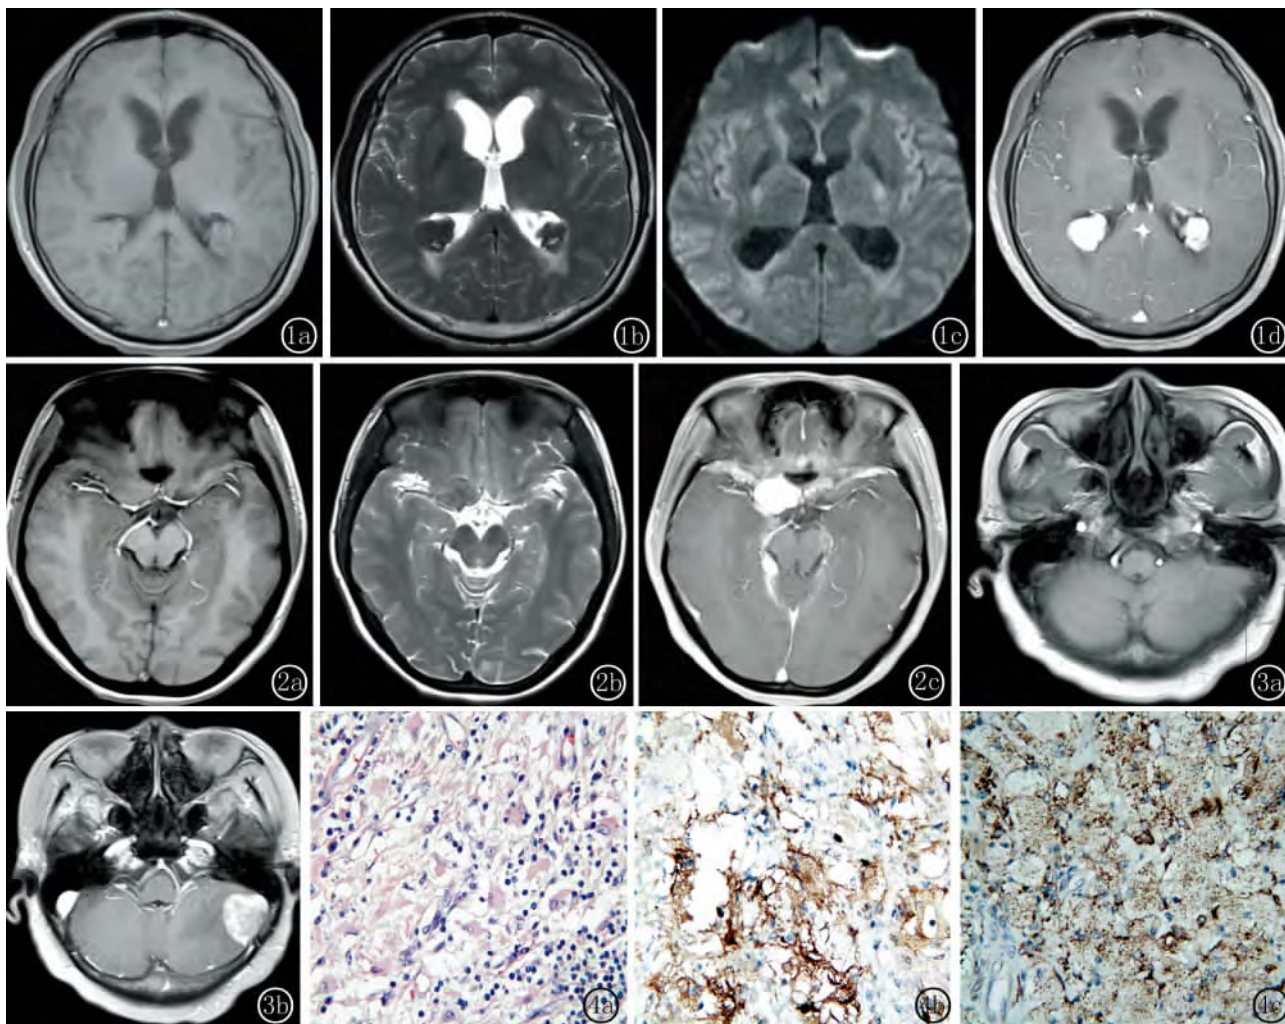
男,41 岁。头晕、呕吐三年,加重伴行走不稳 6 月入院。图 1a 横断面 T<sub>1</sub> WI 示双侧脑室三角区间见类圆形等信号实性病灶,病灶边缘尚清,其内信号尚均。图 1b 横断面 T<sub>2</sub> WI 示病灶呈等信号,其内可见斑点状高信号影。图 1c 横断面 DWI 示病灶呈稍低信号影。图 1d 增强后,横断面 T<sub>1</sub> WI 示双侧脑室三角区病灶明显均匀强化。图 2 女,31 岁。右眼视力渐进性下降半年入院。图 2a,2b 横断面示双侧颞极、右侧鞍旁、右侧小脑天幕球处见多条状及团块状等信号影,病灶边缘欠清晰。图 2c 增强 T<sub>1</sub> WI 示病灶明显强化,与硬脑膜关系密切。图 3 女,73 岁。头晕 3 年,加重 1 月余。图 3a 横断面 T<sub>1</sub> WI 示左侧小脑半球外缘见团块状稍等信号影,邻近小脑组织略受压内移。图 3b 增强后 T<sub>1</sub> WI 示病灶明显强化,强化尚均,周边见低信号水肿影。图 4 与图 1 同一病例。图 4a,4b 显微镜下见大量组织细胞,伴灶性或散在淋巴细胞和浆细胞伸入到体积较大胞浆丰富的组织细胞中,此为该肿瘤的特征性改变(×400)。图 4c 免疫组化显示:组织细胞 S-100 表达阳性(×400)。图 4d 免疫组化显示:组织细胞和泡沫细胞 CD-68 表达阳性(×400)
